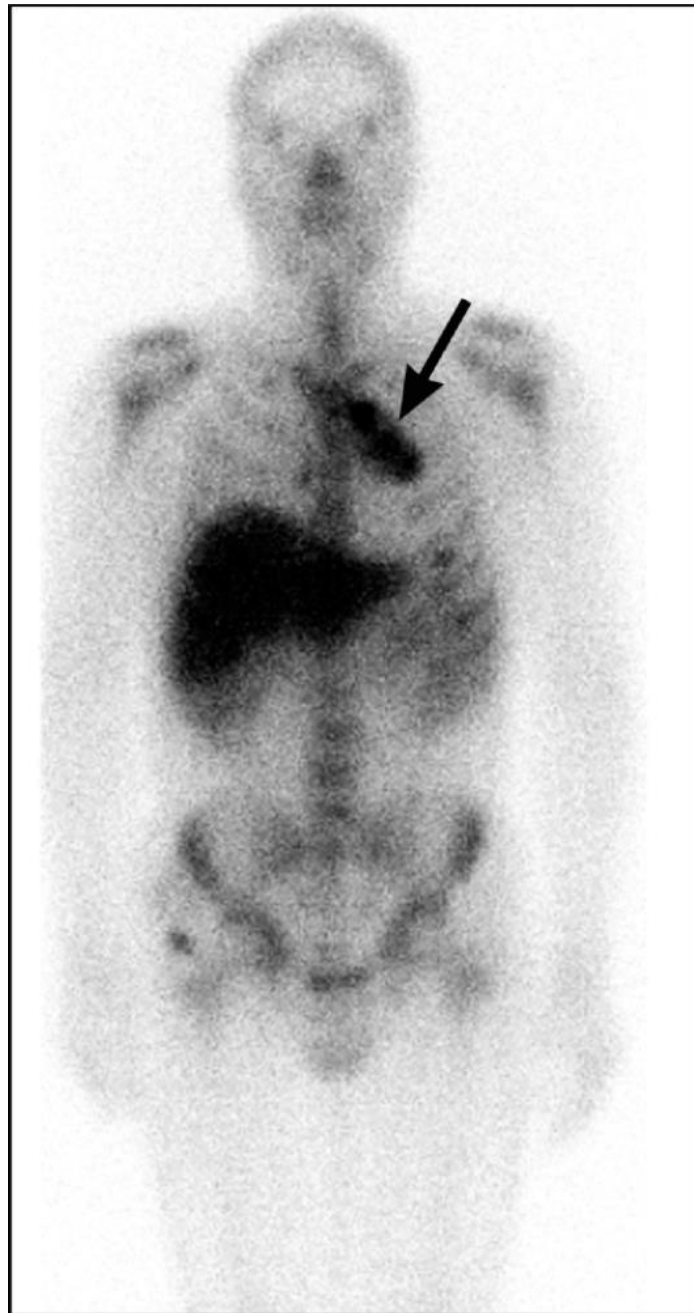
Однофотонна емісійна комп'ютерна томограма . Лімфома середостіння (стрілка)
